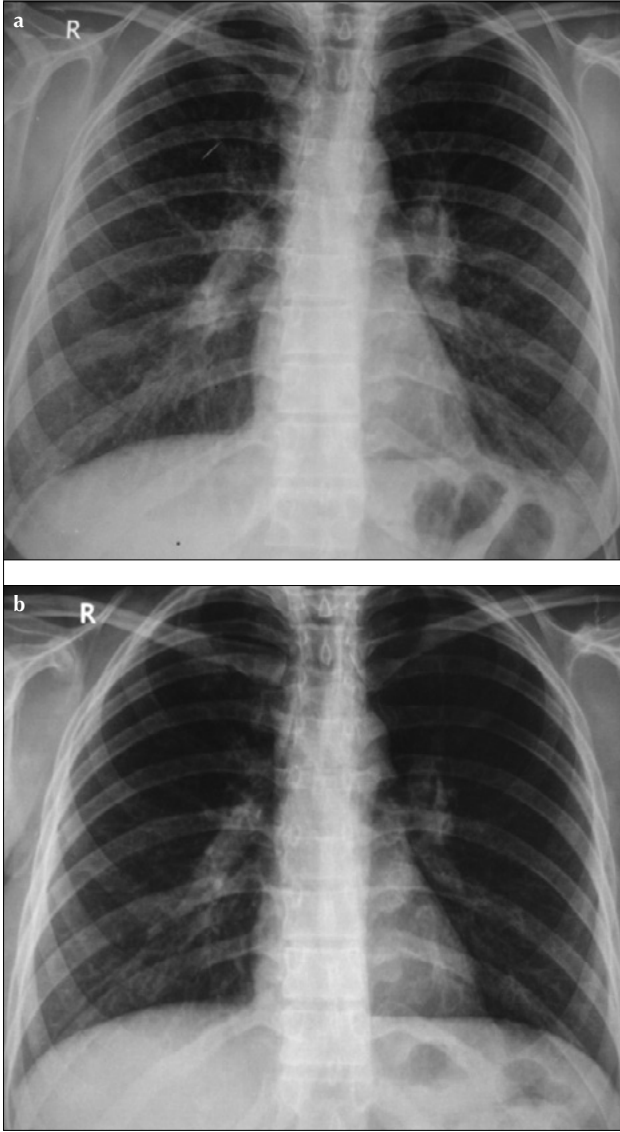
Kronik eozinofilik pnömoni olgusu. (a) Tanı sırasında akciğer grafisi. (b) Tanıda sırasında Toraks BT. (c) Kortikosteroid tedavinin 2. haftasında regresyon
